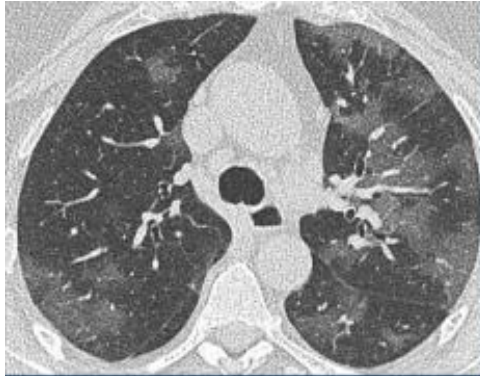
Radiografi toraks menunjukkan GGO pada perifer disertai konsolidasi multifocal kedua paru
